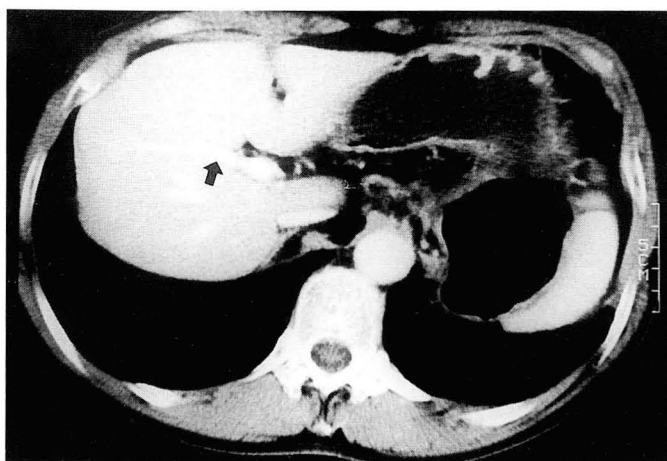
Portal phase spiral CT shows two branches at same level, but anterior branch (black arrow) is larger than posterior branch (white arrow).
